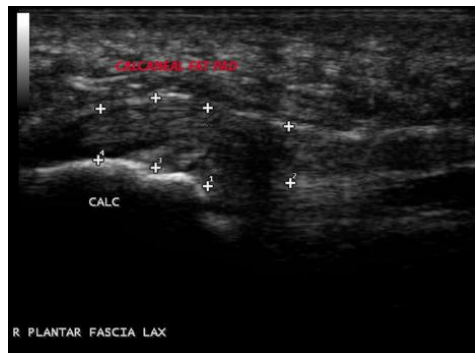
Plantar fasciitis*. Ultrasonografi proyeksi long axis; penebalan fusiform plantar apponeurosis kanan (6,2mm), hilangnya gambaran normal plantar apponeurosis dengan daerah *hypoechoic* di dalamnya, batas tepian plantar apponeurosis kabur dibandingkan dengan gambaran normal plantar apponeurosis kiri. *PF*= *plantar fascia*, *FP*= *fat pad*, *C*= *calcaneus*, *P*=*probe*.
